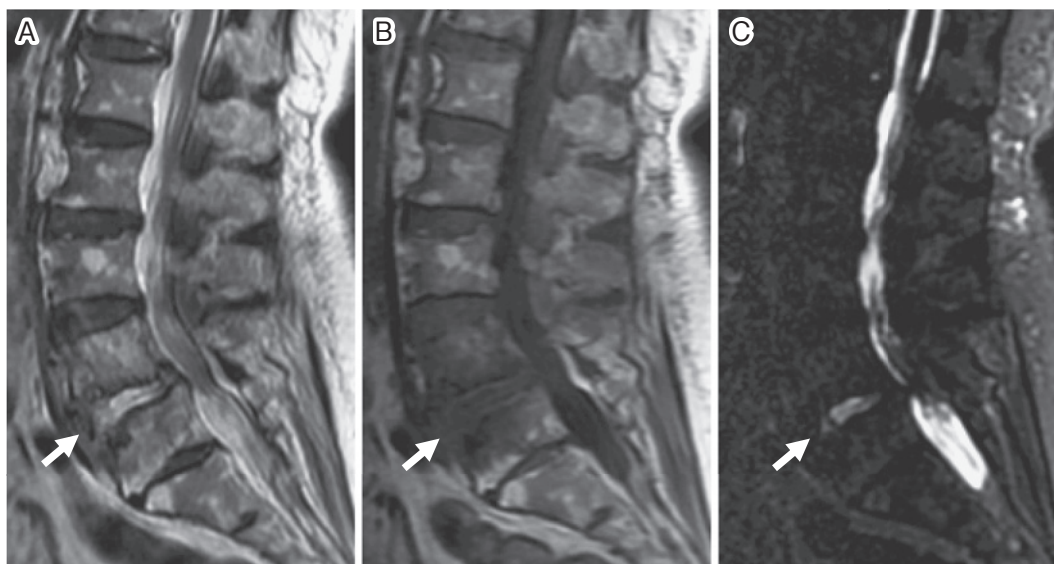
Spinal MRI 21 days after admission. (A) A sagittal section of the T₂ weighted image shows an abnormal high signal intensity in the L4-L5 vertebral bodies and in the L4/5 intervertebral disk (arrow). (B) The T₁ weighted image shows an abnormal low signal intensity in the same region (arrow). (C) A short T₁-inversion recovery image shows an abnormal high signal intensity in the L4/5 intervertebral disk (arrow).
